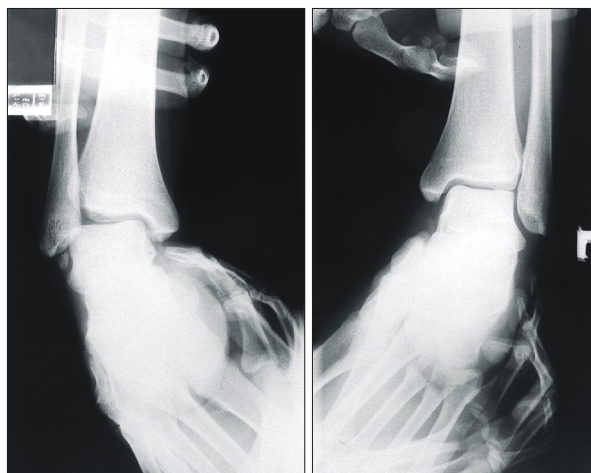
Ankle stress radiograph of an 18 year-old female patient showing varus instability of the right ankle and Os subfibulare.
